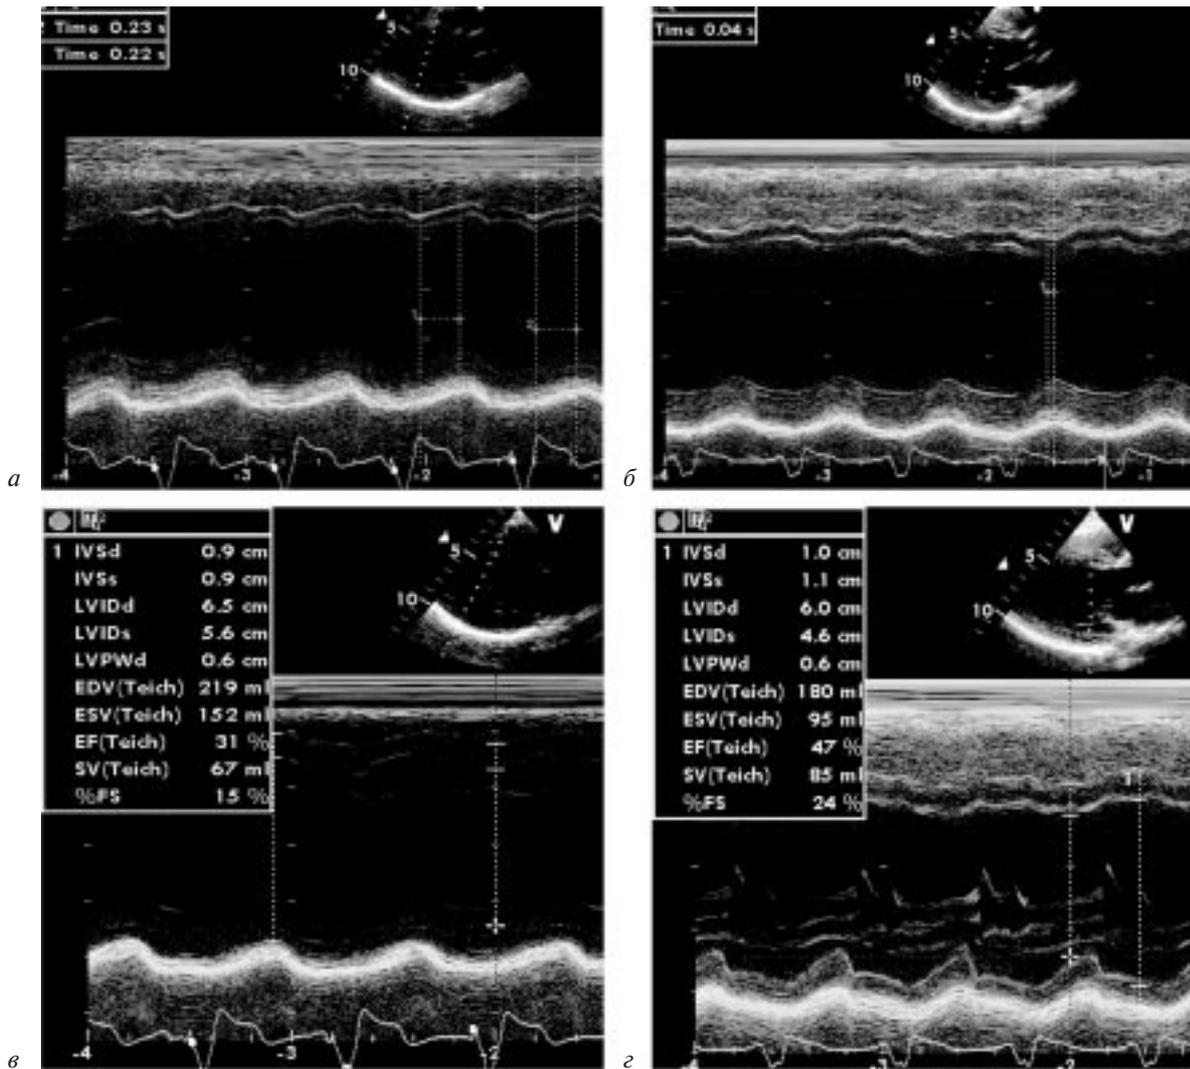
Результаты эхокардиографического исследования:
